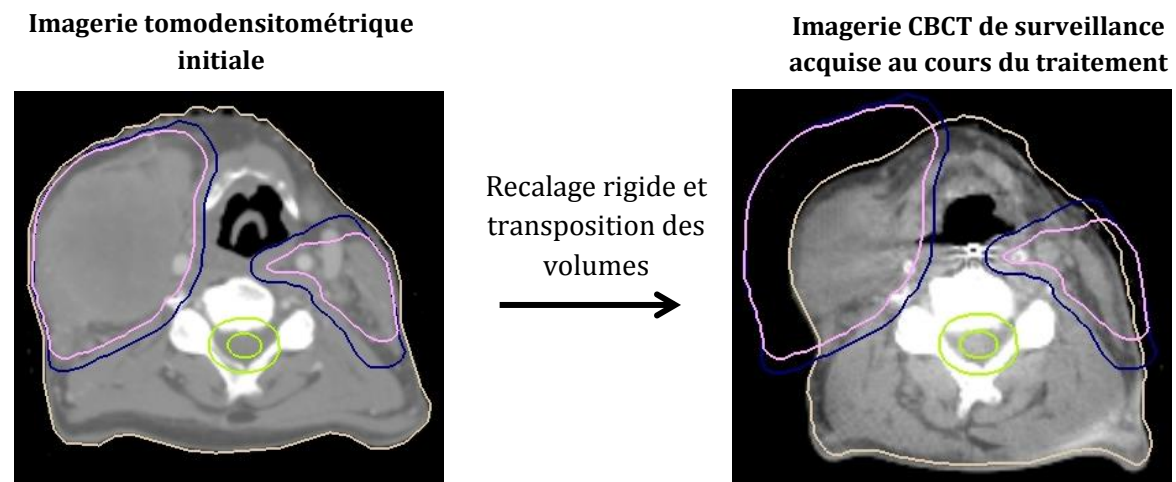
Recalage rigide des images du CT initial et CBCT de surveillance acquises au cours du traitement et transposition des volumes cibles et OARs.
